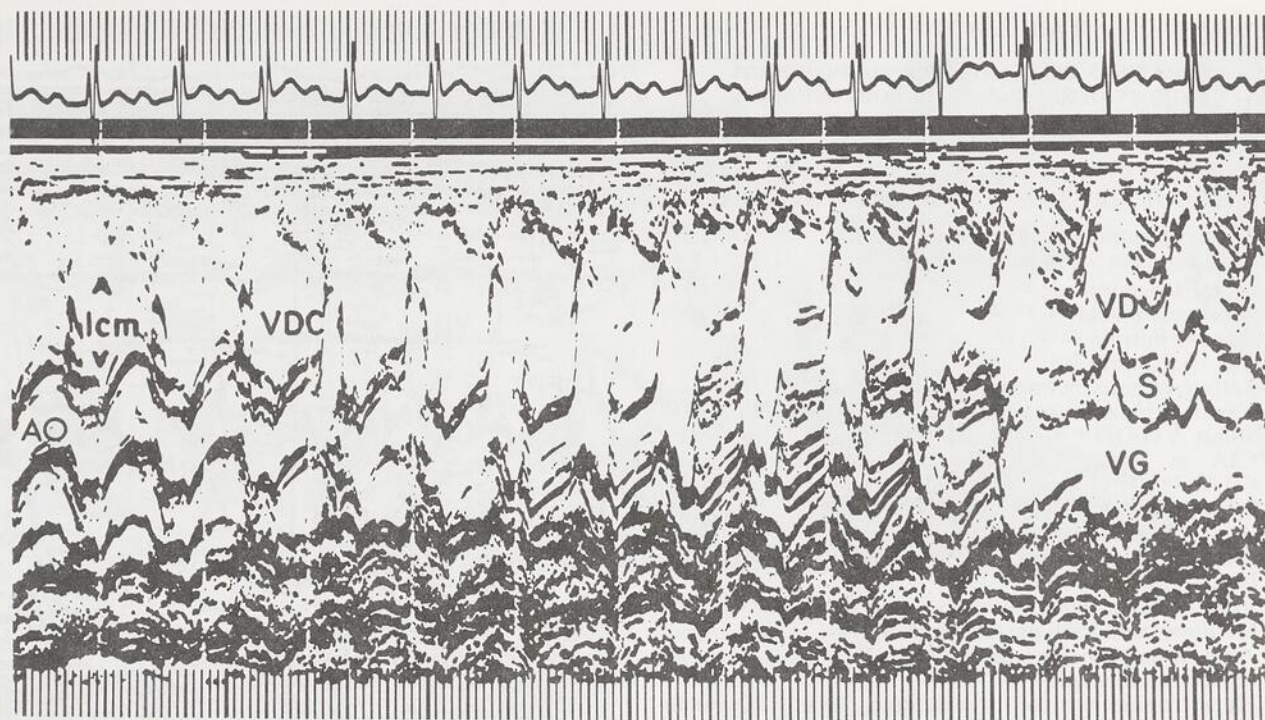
Echocardiogramme d'une fillette de 1 an, porteuse d'un canal A-V complet, démontrant une grande valve unique traversant le septum interventriculaire. La continuité mitro-aortique est difficile à voir.
